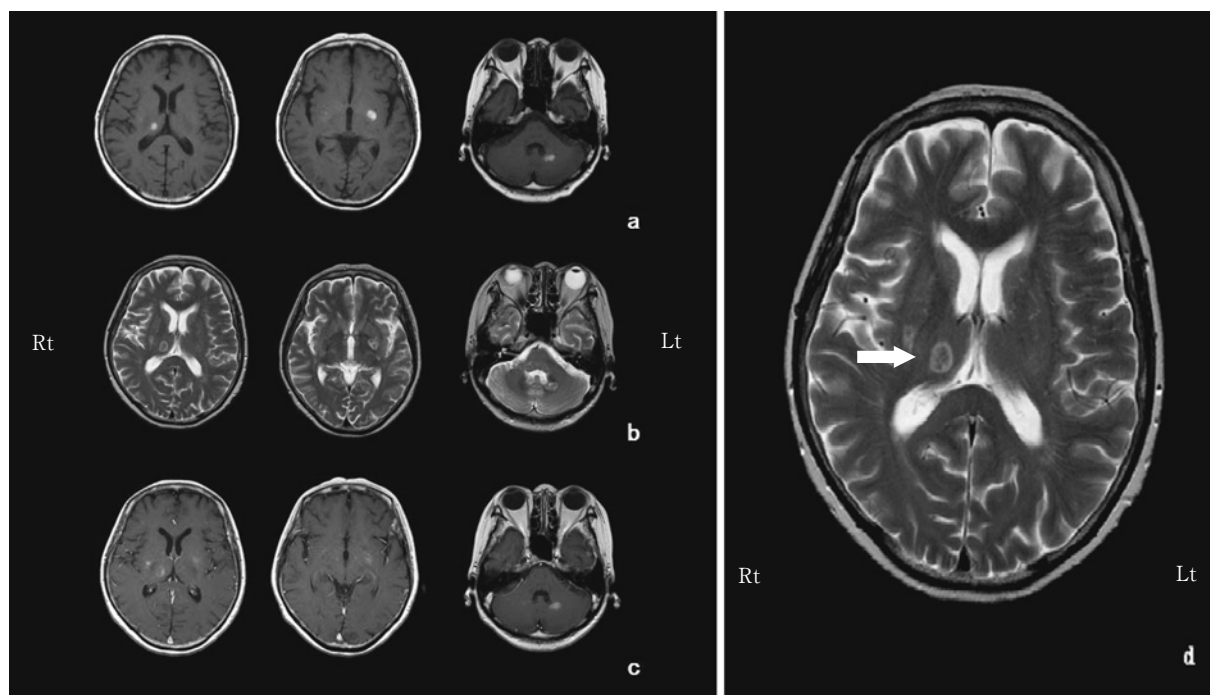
Brain MRI findings.
